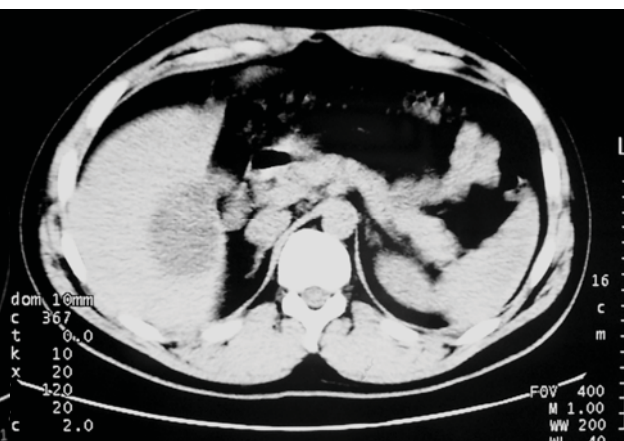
Foto CT – hematom hepatic central, lob drept (peste 3 luni după traumatism)
